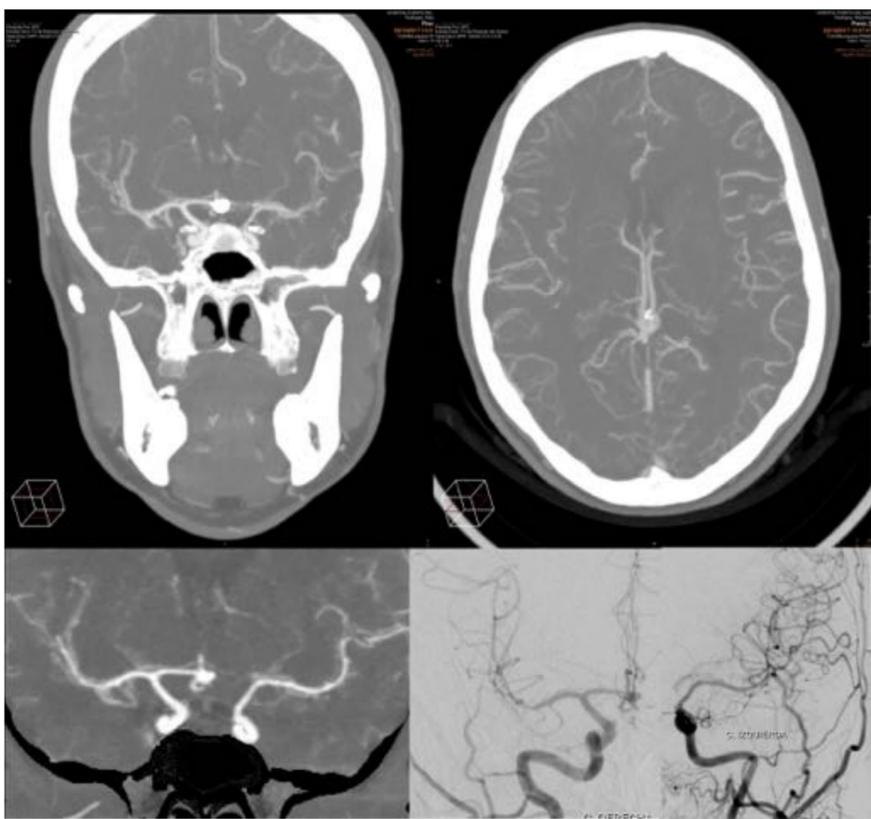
La paciente comienza en el día 12 post-HSA con clínica de disartria e hipoestesia en hemisferio derecho que evoluciona a hemiparesia derecha. A) y B) El estudio de angio-TAC muestra ligera hipoplasia de la arteria carótida interna izquierda tanto intracraneal como extracraneal así como del segmento M1 de la arteria cerebral media izquierda y aplasia del segmento A1 de la arteria cerebral anterior izquierda. Hallazgos compatibles con episodio de isquemia arterial tardía post-HSA. C) y D) Comparativa con los hallazgos en estudios de angio-TC y arteriografía previos respectivamente.
